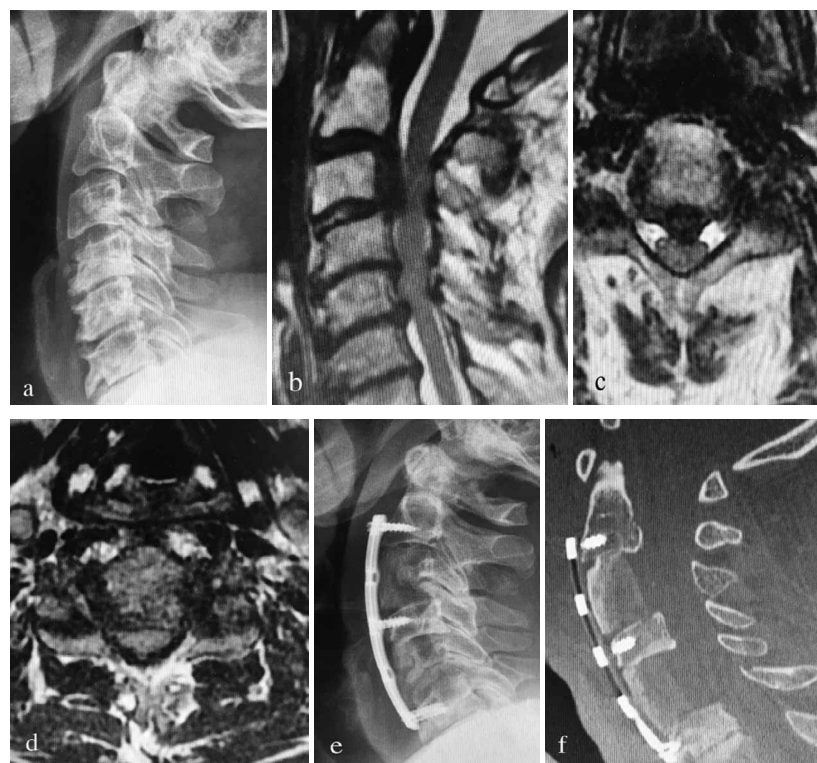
Результаты обследования до и после хирургического лечения. а — рентгенограмма в сагиттальной проекции: грубые дегенеративные изменения шейного отдела позвоночника с наличием разрастанием передних и задних остеофитов и ретролистезом C4 позвонка; b, c, d — магниторезонансные томограммы (сагиттальная (b) и аксиальные (c, d) проекции): многоуровневый дегенеративный стеноз с компрессией спинного мозга и ишемическими изменениями в его веществе; e — контрольная рентгенограмма в сагиттальной проекции; f — контрольная компьютерная томограмма в сагиттальной проекции.
